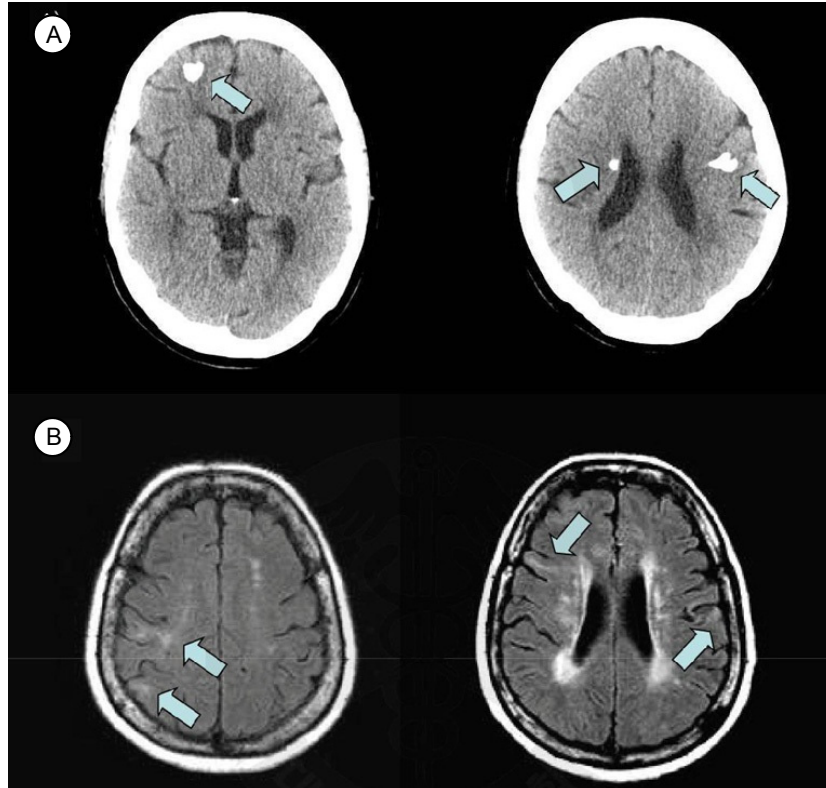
(A) Brain CT shows multiple calcifications suggesting calcified tubers in right frontal periventricular area and left frontal subcortical white matter (arrows), (B) FLAIR image of MRI shows multifocal linear and wedge shaped high signal lesions suggesting cortical and subcortical tubers in both frontal cortex and subcortical white matter (arrows).
